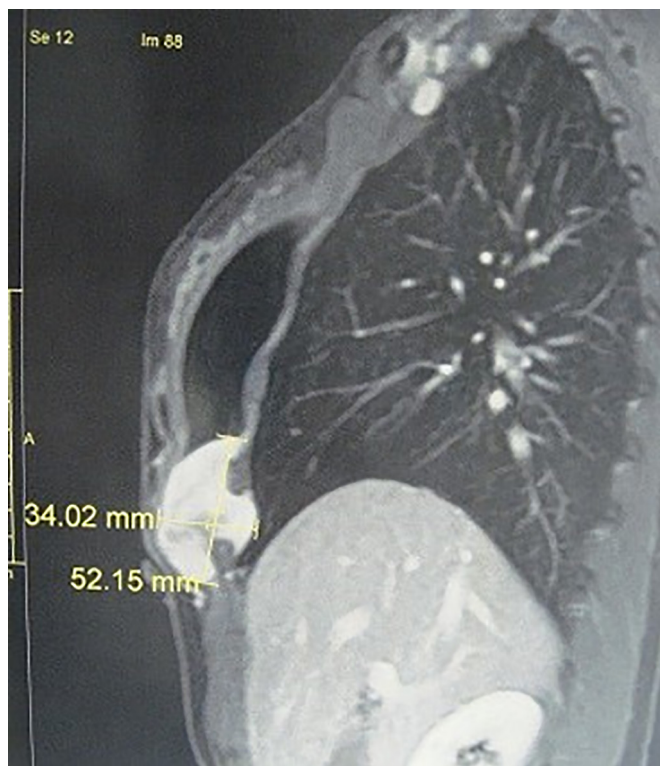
Tomografia computadorizada da lesão mostrando invasão em dois espaços intercostais.
